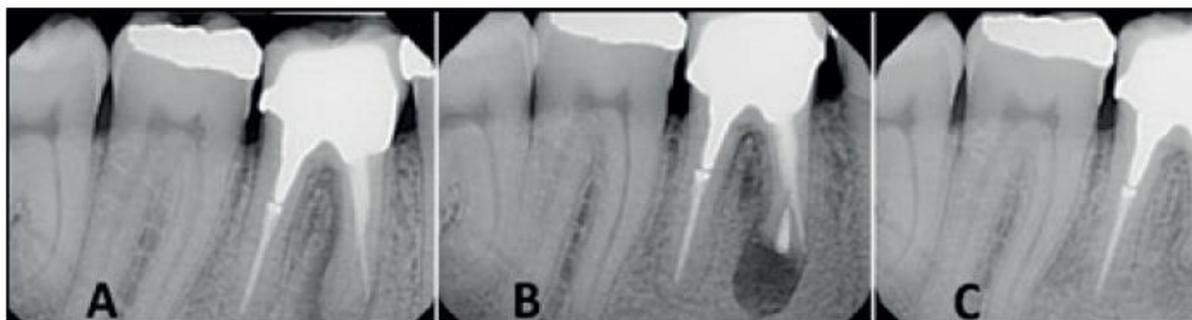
(A) Primeiro molar inferior com lesão apical na raiz mesial, (B) após cirurgia periapical (apicectomia) (C) com obturação retrógrada com cimento biocerâmico e a regeneração da mesma lesão após 6 meses
